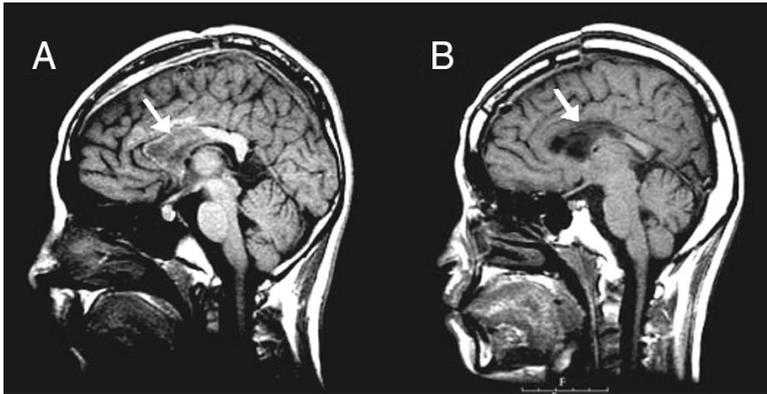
Corpus callosotomy. Thirteen year-old girl (A) and 15 year-old boy (B) have suffered from frequent atonic seizures. After anterior corpus callosotomy, seizures frequency decreased to less than 10% of presurgical level in both patients. But the seizure frequency of patient-B increased back to a presurgical state several months after the surgery. The MRI images were obtained from Samsung Medical Center.
